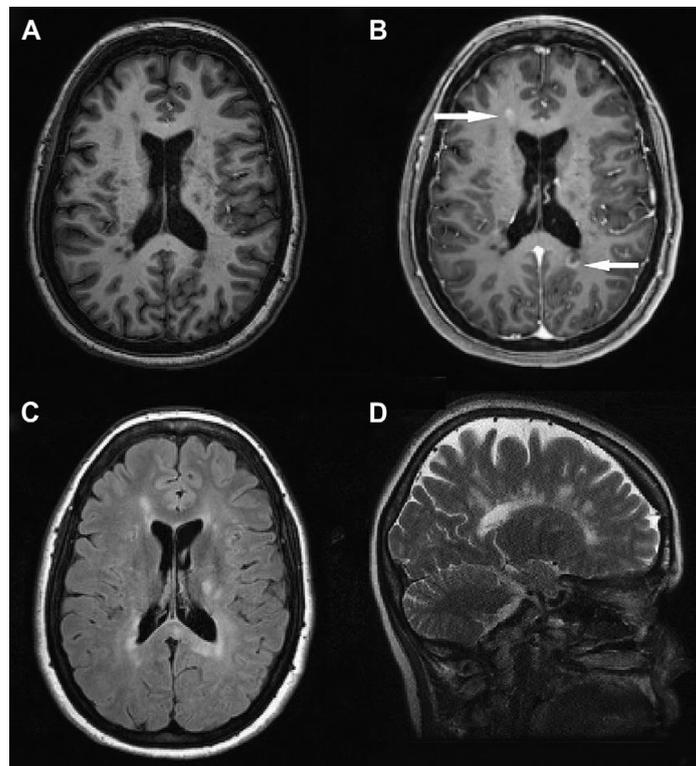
Konventionelles MRT bei MS
